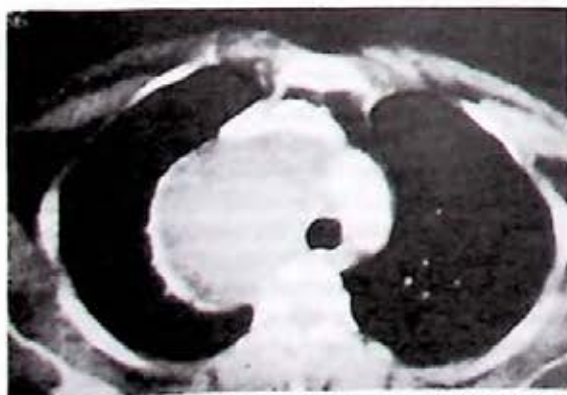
Tomografía axial computada de tórax con lesión a nivel de mediastino superior.
